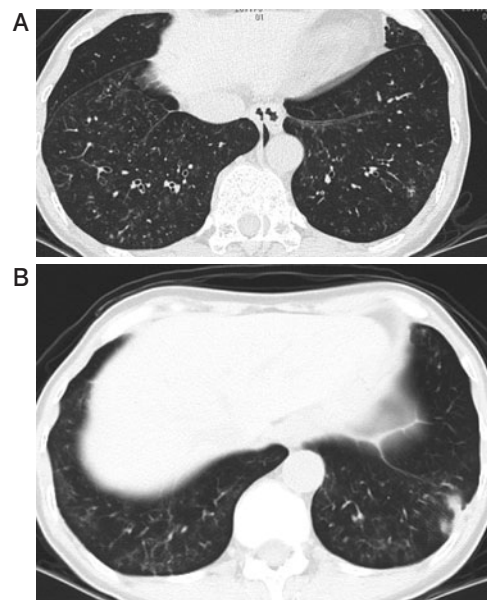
初診時胸部CT. 両側下葉を中心に気管支壁の肥厚, 軽度の気管支拡張, 小葉中心性の粒状影を認める (A, B). 左下葉には結節を認める (B).
